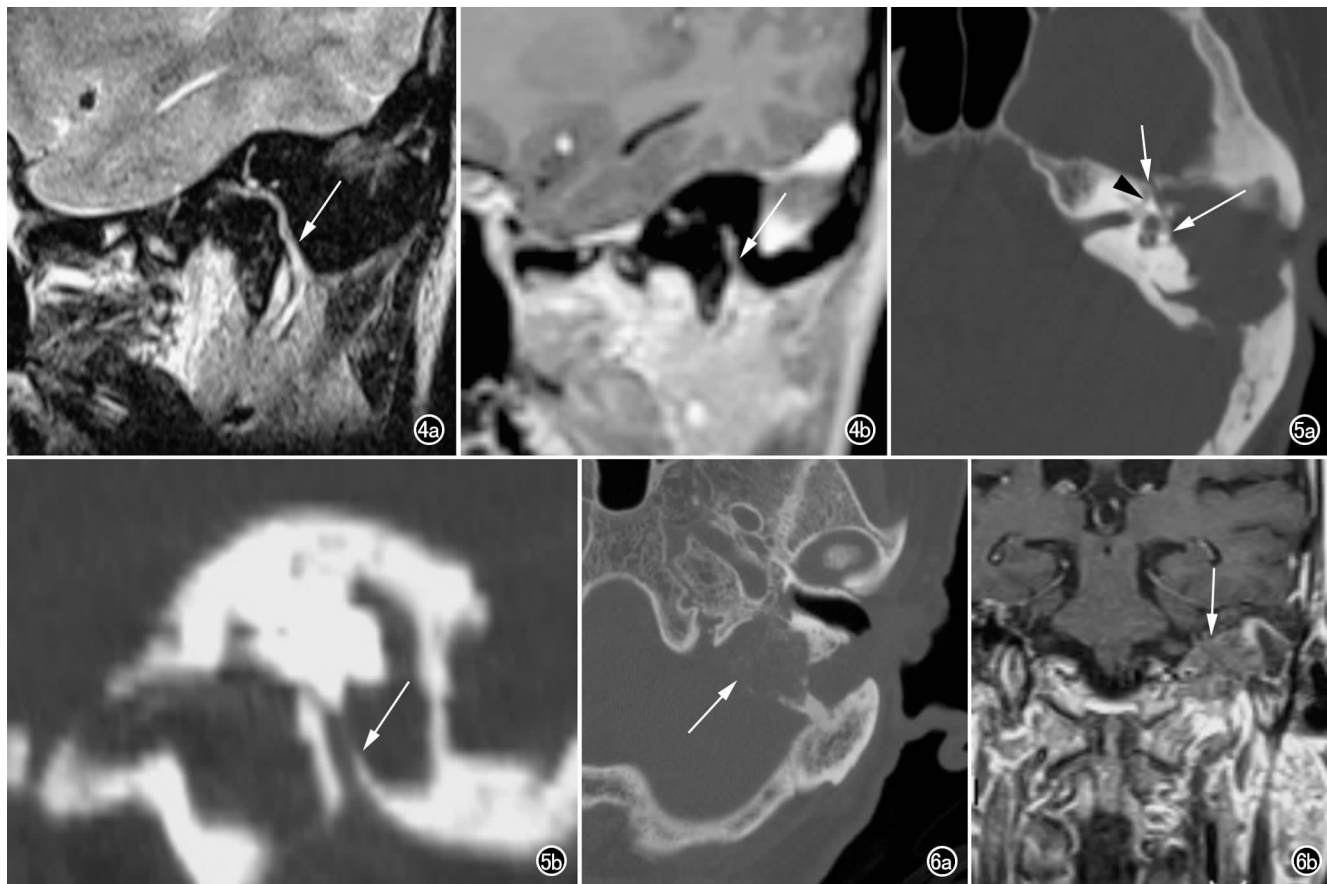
Bell 面瘫。a) 斜矢状面 MR T₂WI 显示右侧面神经乳突段和腮腺段增粗,信号不均匀,神经走行扭曲(箭); b) 斜矢状面增强 MR 显示乳突段不均匀强化(箭)。图 5 左侧乳突区胆脂瘤累及面神经鼓室段。HRCT 显示左侧乳突骨质结构破坏,边界尚可。面神经迷路段、膝段(短箭)、乳突段(箭头)显示清晰,鼓室段(长箭)与病变边界不清,骨壁完全缺如。a) 横断面图像; b) 多平面重组图像。图 6 左侧颅底骨髓炎累及面神经乳突段。a) HRCT 显示左侧乳突虫噬样骨质结构破坏,颈静脉孔和面神经管乳突段可见骨质结构破坏; b) MR 增强检查显示病变呈明显强化。
